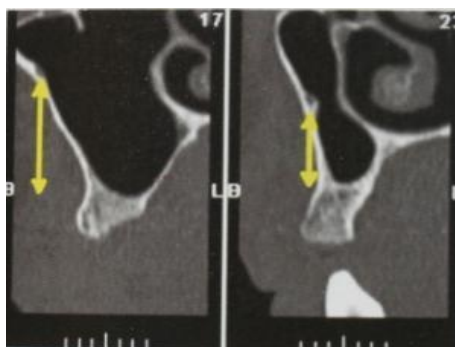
6. Computer tomografie pe care se atestă canal intraosos la nivelul peretelui lateral al sinusului.
